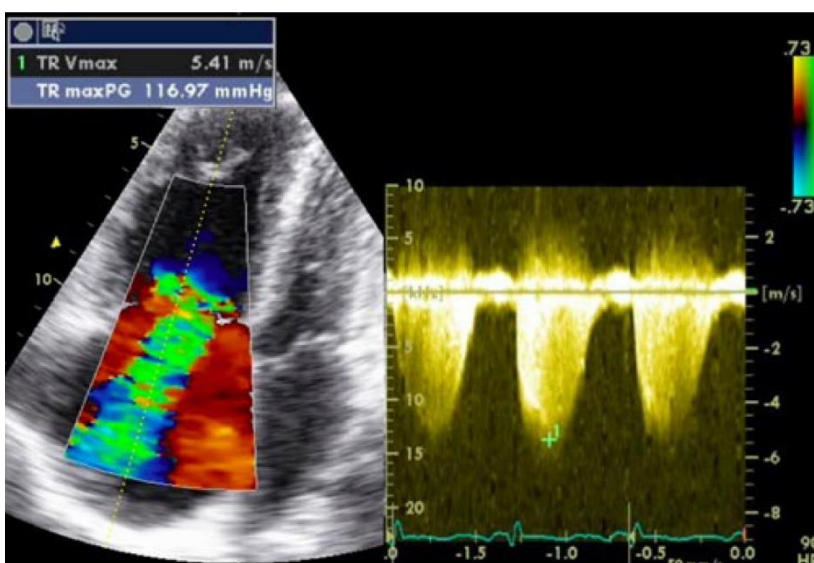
Abschätzung des systolischen pulmonal arteriellen Druckes über einer Trikuspidalklappeninsuffizienz (transthorakale Echokardiografie) [123]
